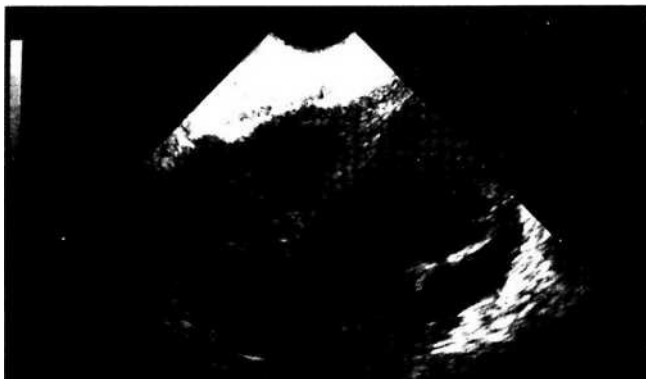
Tuboovariальное воспалительное образование. УЗИ
